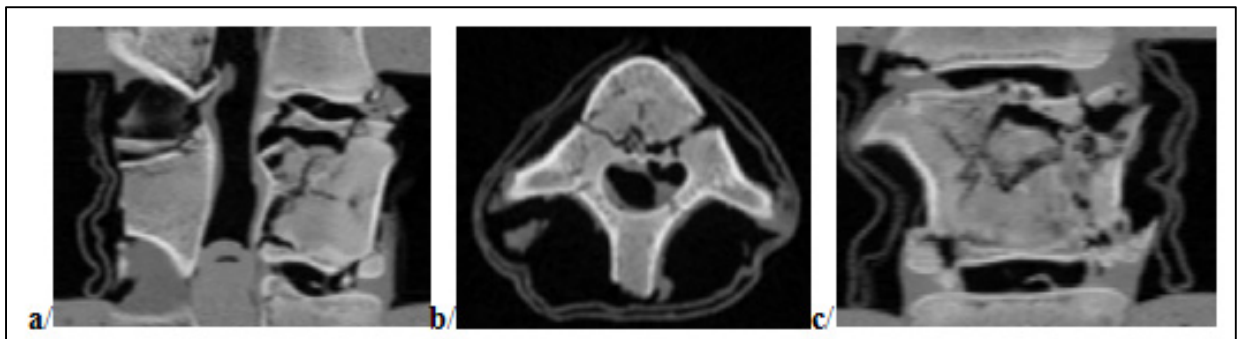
Images TDM de la vertèbre fracturée du spécimen 1 :
